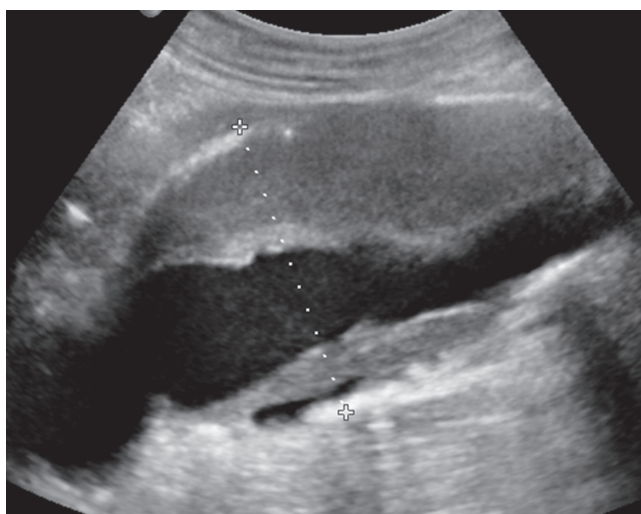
Vue échographique d'un anévrisme de l'aorte abdominale en mode B en coupe sagittale avec mesure du diamètre antéro-postérieur.
